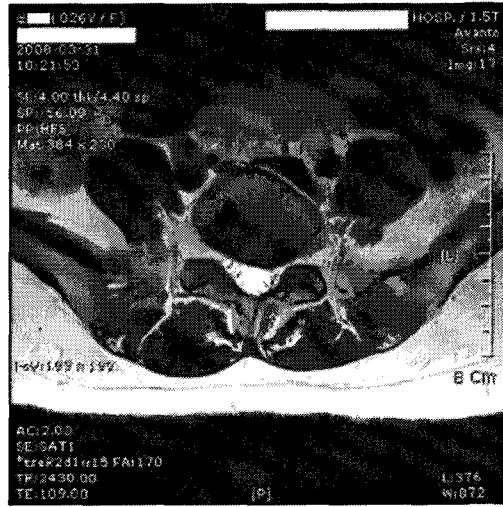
L5/S1 Axial Image of L-Spine MRI in Case2
